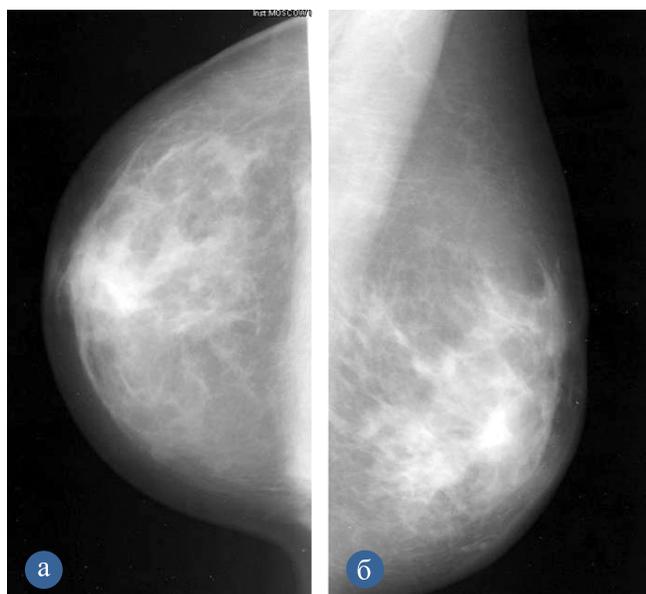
Рентгенограмма правой молочной железы больной М. в двух проекциях
